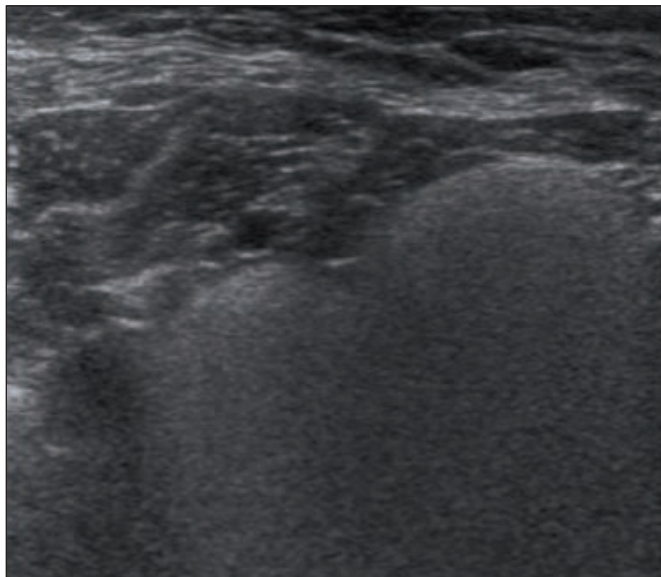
Ecografía mamaria. Rotura extracapsular de implante mamario de silicona con el signo de la "tormenta de nieve" debido a la liberación de silicona extracapsular que impide la visualización del parénquima mamario subyacente.
